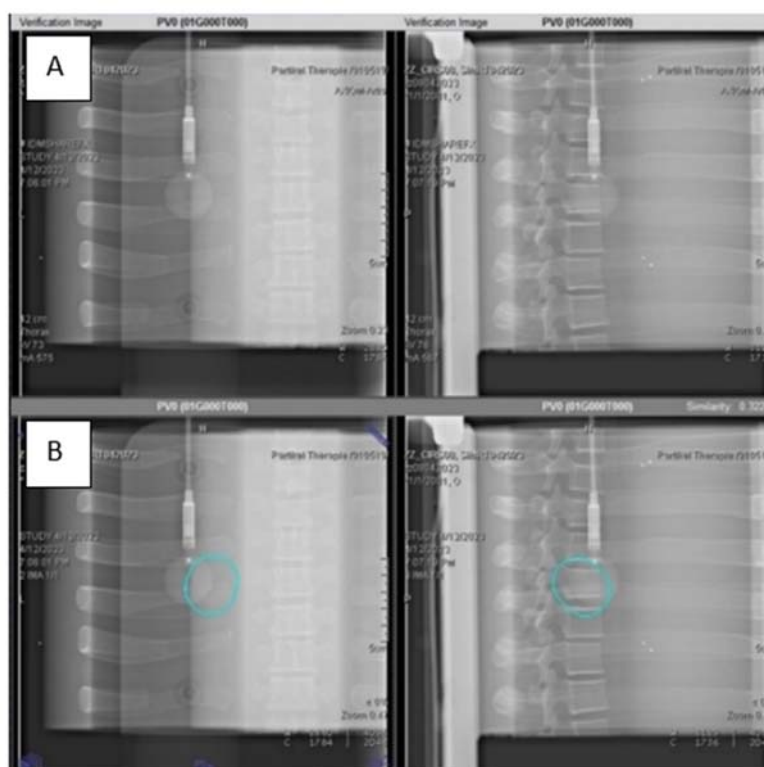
Registrierungsprozess bei der Patientenpositionsverifikation zwischen der oberen, aktuellen Lage (A) und der unteren Referenzlage (B). Die linke Seite zeigt die Anterior-Posterior-Röntgenbilder (AP) und die rechte Seite die Left-Right-Bilder (LR). Dargestellt ist ein Thorax-Phantom mit einer Ionisationskammer zur Messung von Dosispunkten. Bei B ist das im TPS konturierte ITV auch farblich in Cyan visualisiert.
